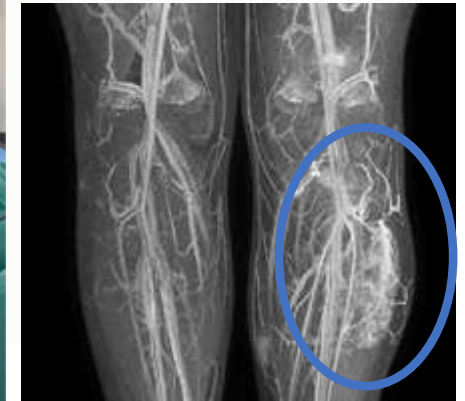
y Fig 12. Crioablación guiada mediante ecografía de una malformación venosa tipo FAVA en músculo gemelo lateral y su correspondiente imagen en RM
